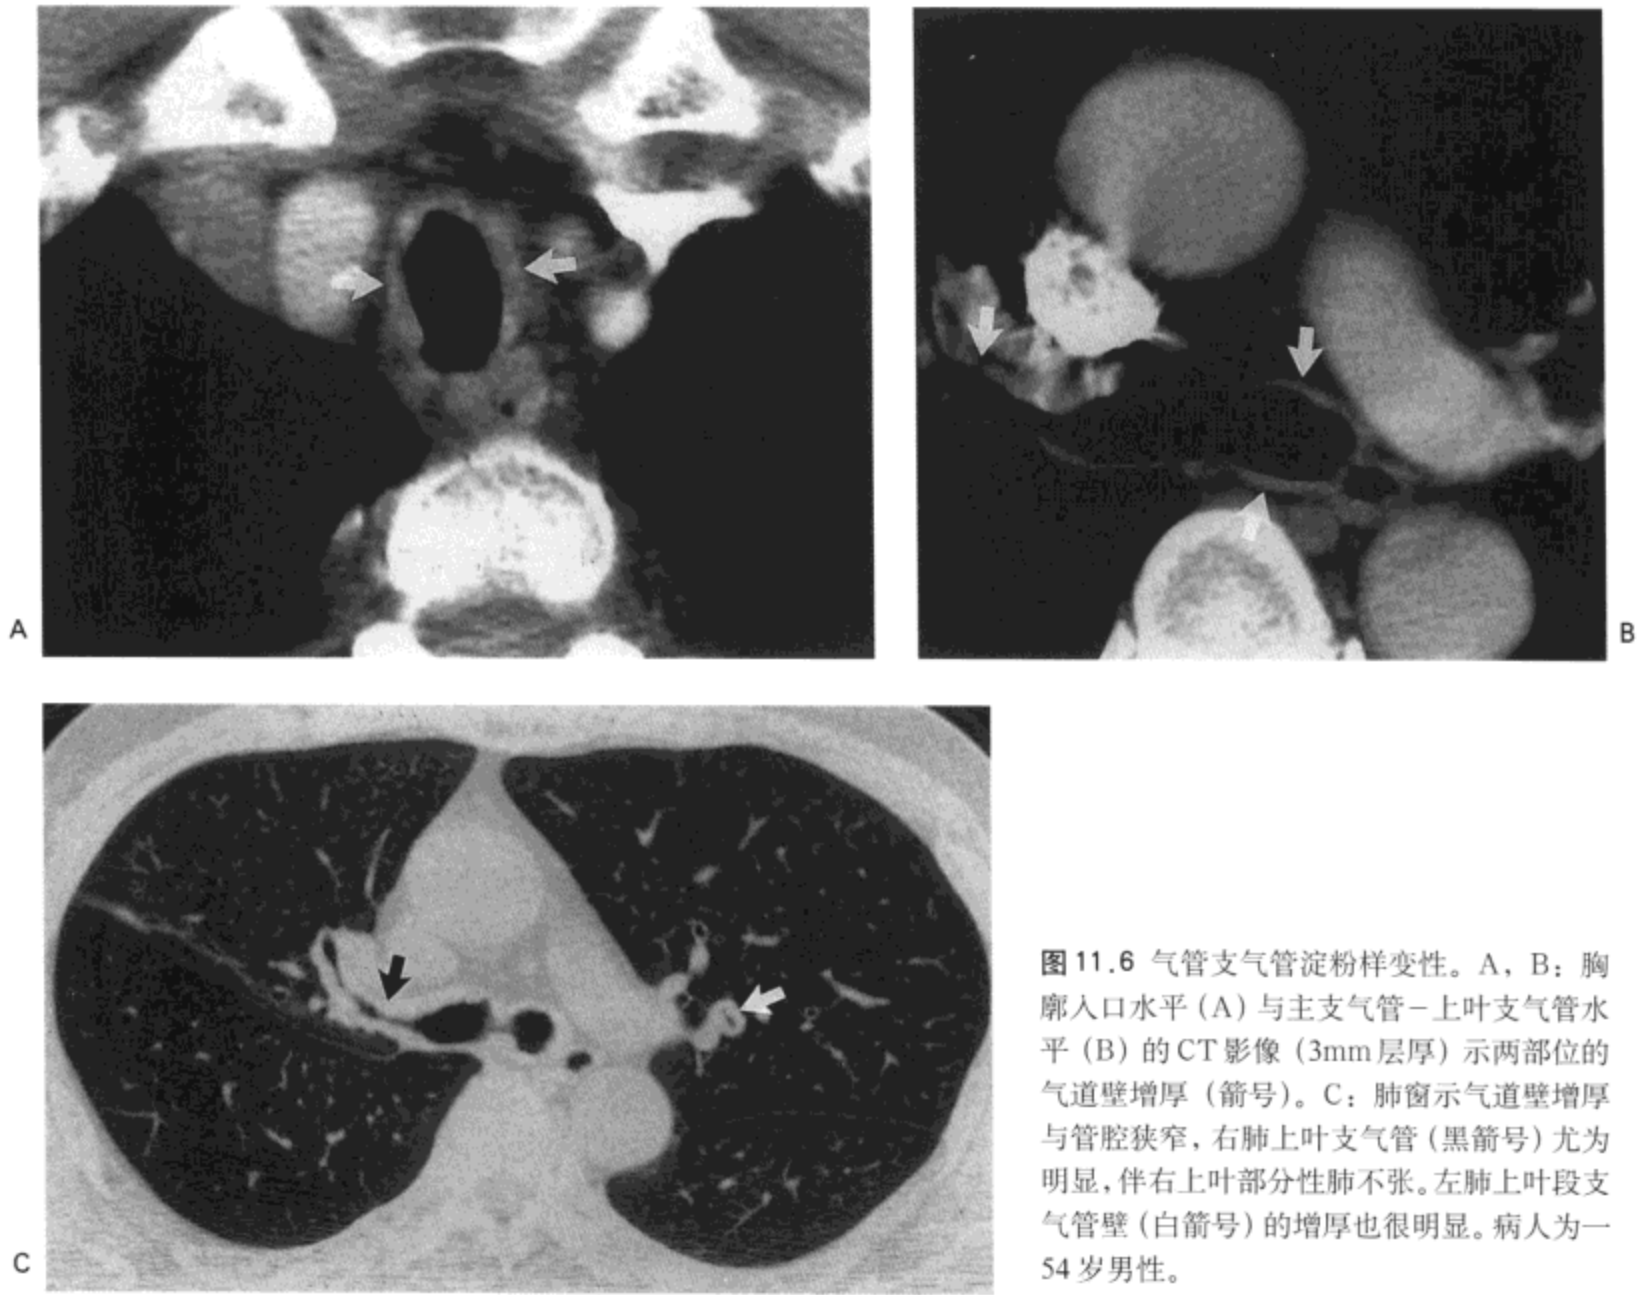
气管支气管淀粉样变性。A, B: 胸廓入口水平 (A) 与主支气管-上叶支气管水平 (B) 的 CT 影像 (3mm 层厚) 示两部位的气道壁增厚 (箭号)。C: 肺窗示气道壁增厚与管腔狭窄, 右肺上叶支气管 (黑箭号) 尤为明显, 伴右上叶部分性肺不张。左肺上叶段支气管壁 (白箭号) 的增厚也很明显。病人为一 54 岁男性。
